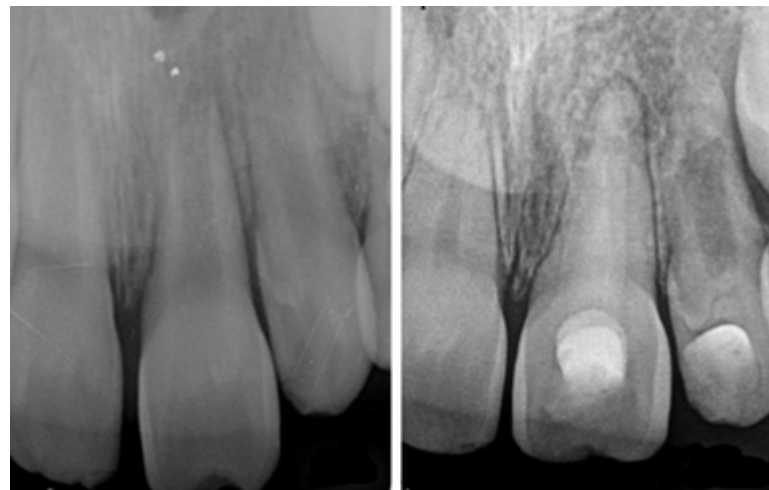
Radiografía periapical 24 meses después del tratamiento, comparando el desarrollo radicular existente el día que sucedió el traumatismo con el desarrollo radicular 24 meses después del tratamiento.
